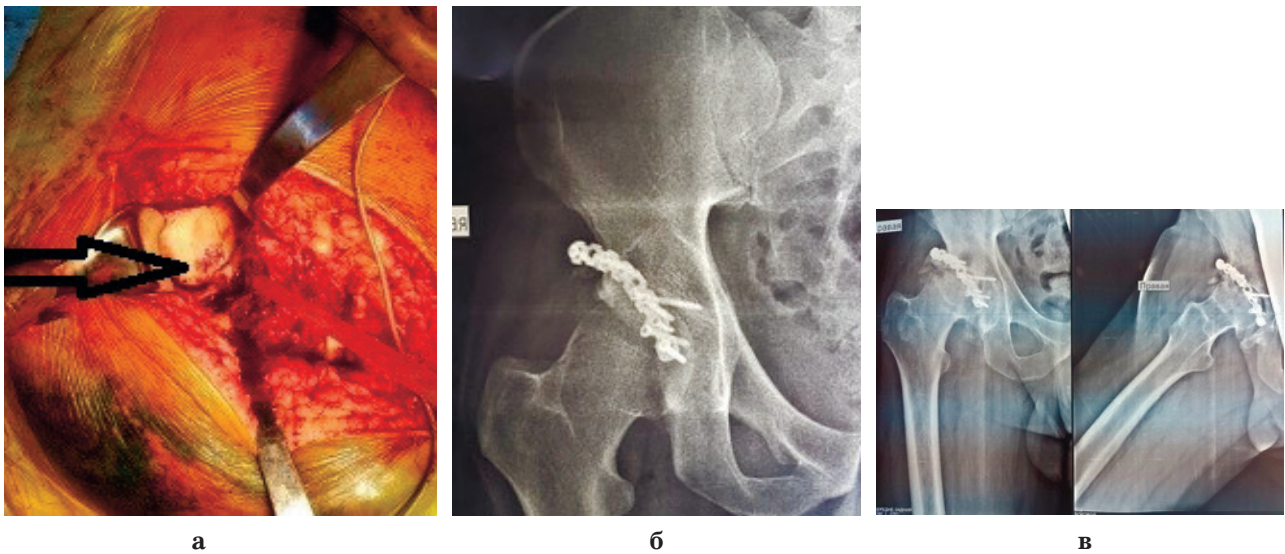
а – Зона контузії голівки стегнової кістки, виявлена під час оперативного втручання; б – рентгенограма через рік після оперативного втручання; в – рентгенограма через 2 роки, що демонструє розвиток асептичного некрозу голівки стегнової кістки
